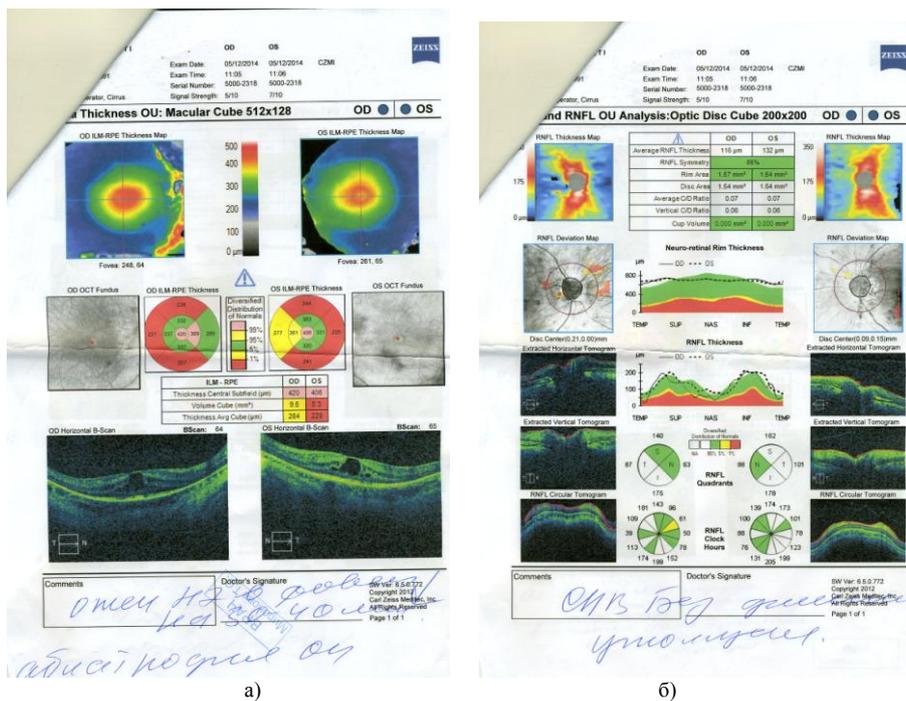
Оптическая когерентная томография: а) до лечения; б) после лечения
